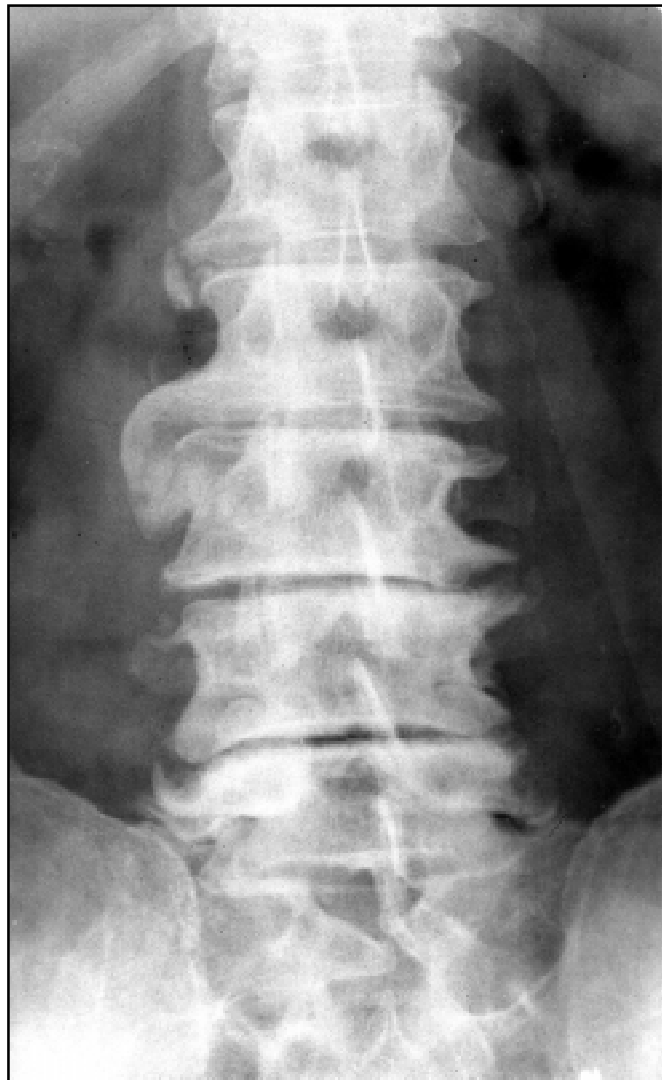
Рентгенограма хворого на цукровий діабет, 57 р. Попереково-крижовий відділ хребта. Ознаки вираженого поширеного міжхребцевого остеохондрозу і деформівного спондильозу. Неерозивна ентезопатія
